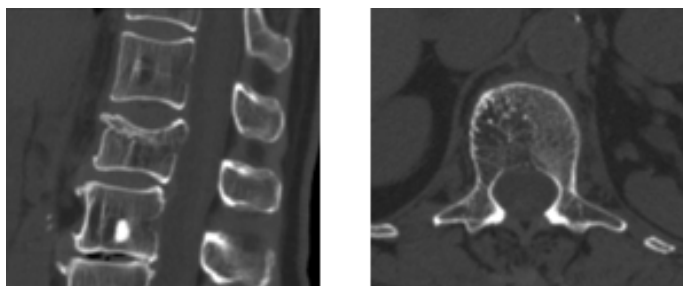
Предоперационная КТ пациентки Р., 65 лет
